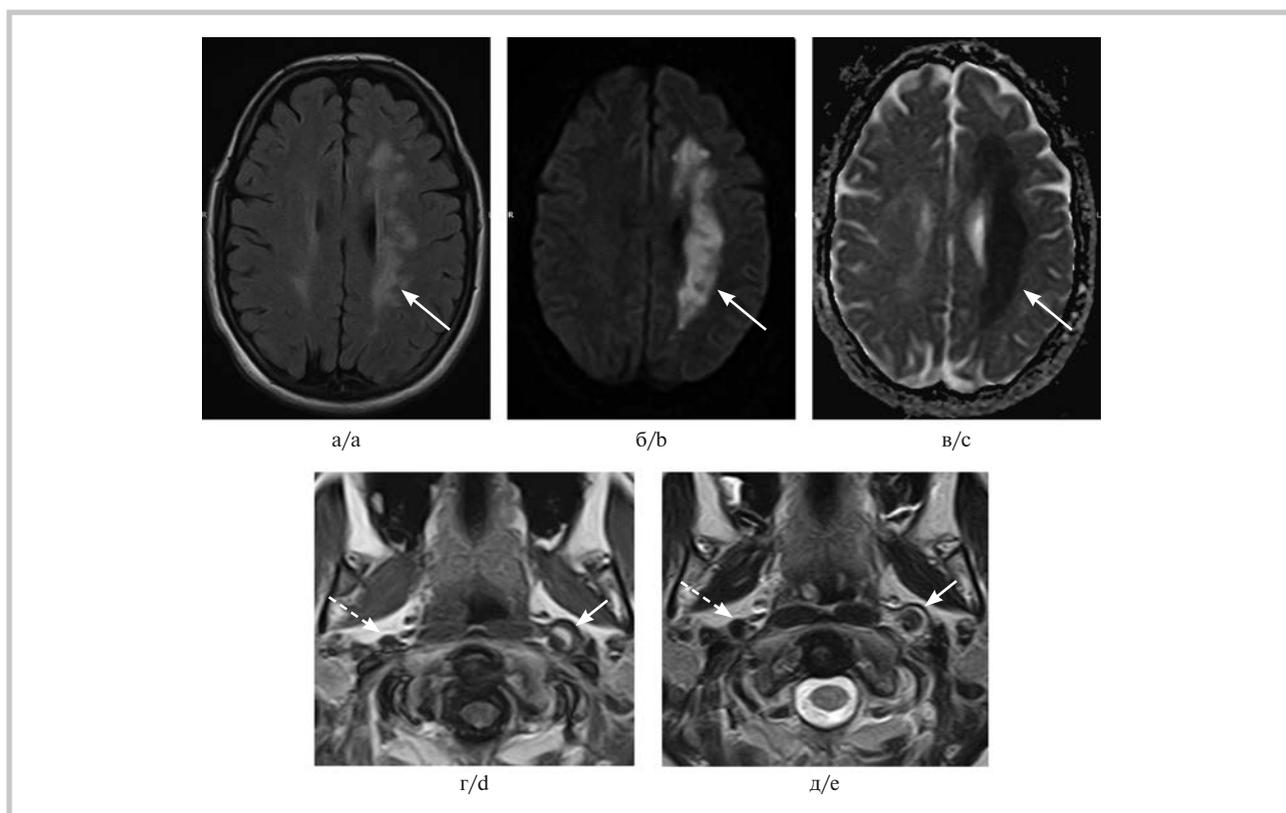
Больная Б., 27 лет, МРТ головного мозга (06.06.17, 1-й день инсульта).
